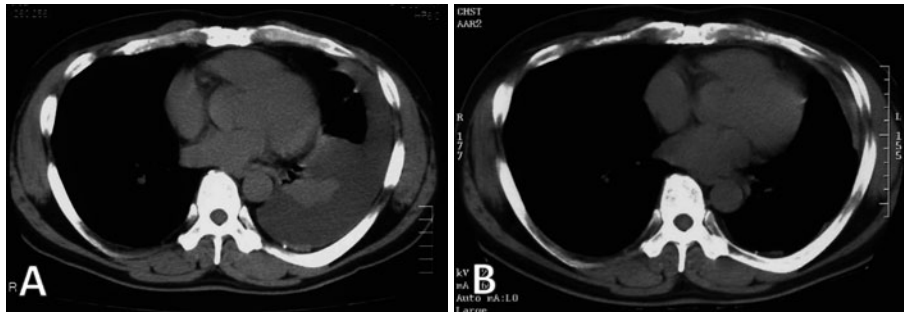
(A) Chest CT scan on admission shows left pleural effusion and slight pleural thickening in both lungs. (B) Chest CT scan 10 months after PTU was stopped shows left slight encysted effusion.
